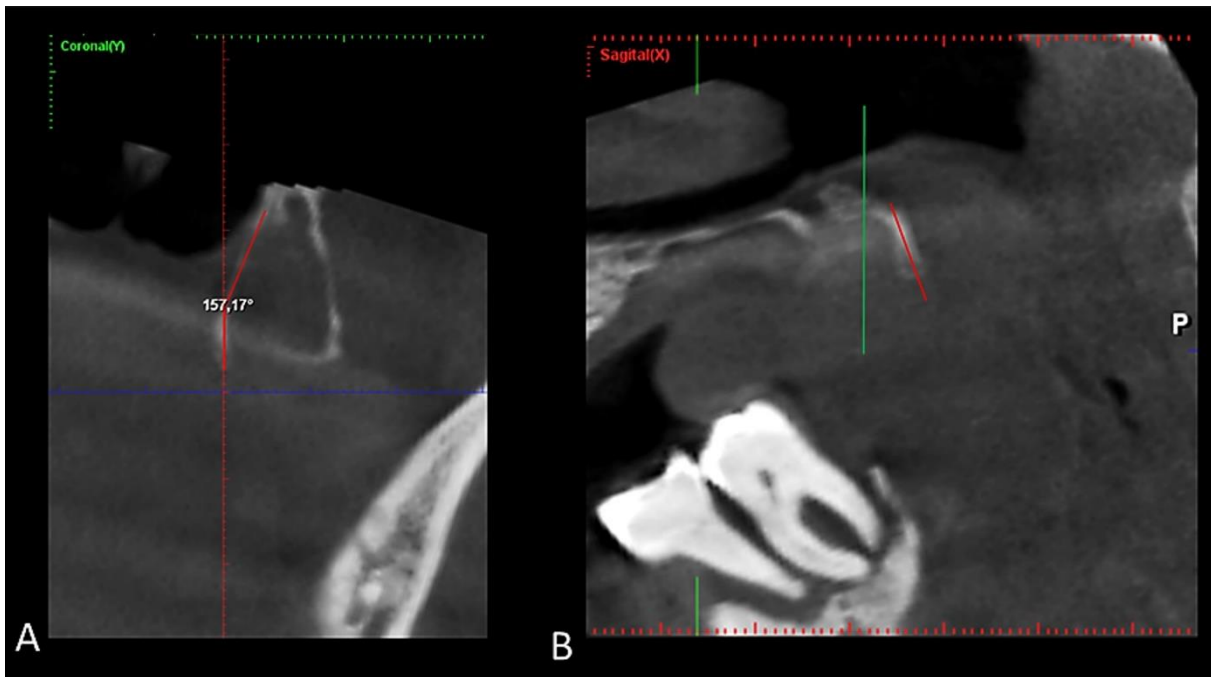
Tomografía Computada Cone Beam. Proceso hamular izquierdo. A: Corte coronal, ángulo de inclinación lateral del proceso hamular. B: Corte sagital, dirección posterior del proceso hamular.
